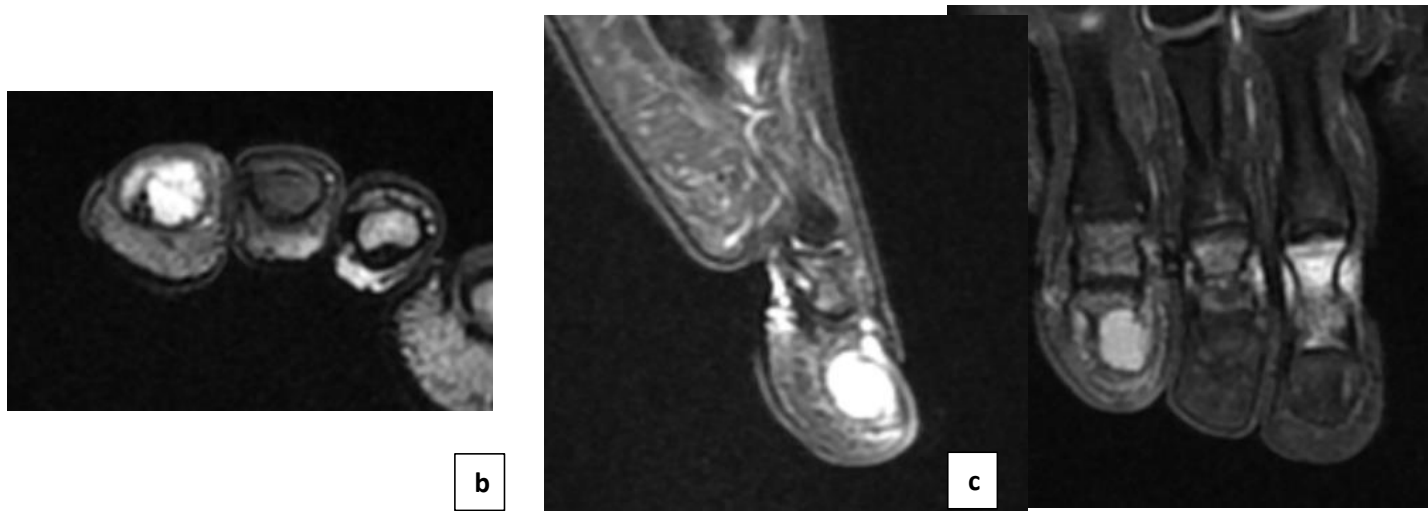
IRM en DP FAT SAT en coupes axiale (2a), sagittale (2b) et coronale (2c) montrant une lésion de la phalange distale du 4^{ème} orteil en hypersignal franc et homogène.
